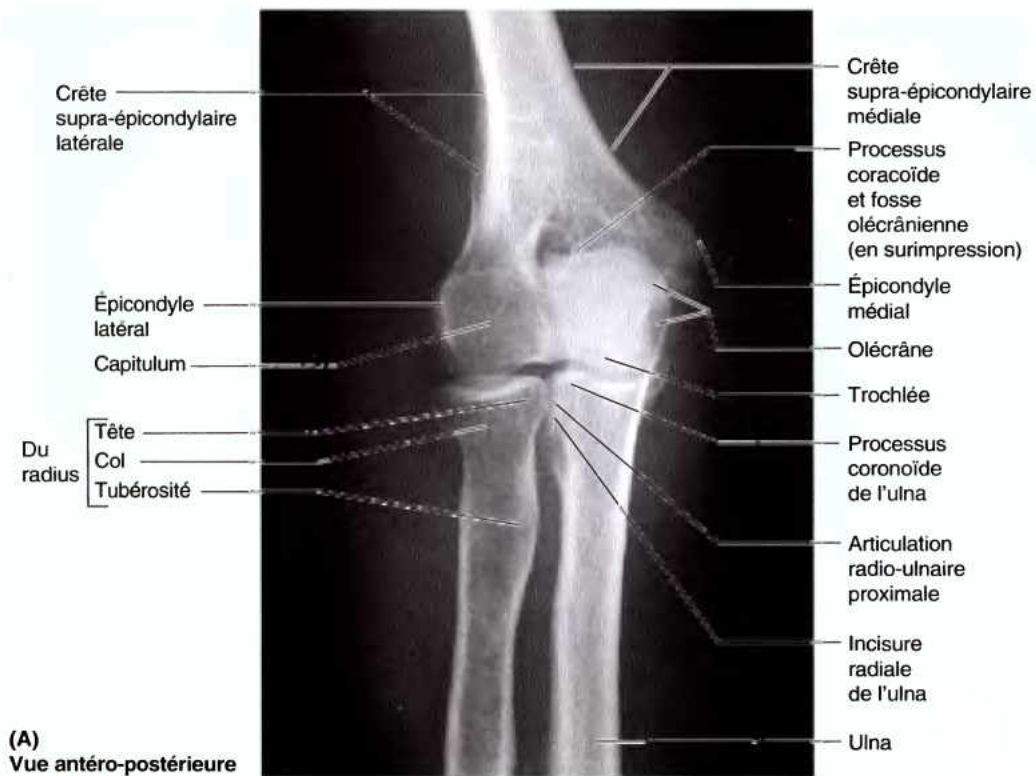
Radiographies du coude. A. Les plans de l'articulation (occupés par du cartilage articulaire radio-transparent) sont particulièrement évidents dans ce coude en extension. B. Le coude est fléchi à 90°. La forme sphérique du capitulum autour de laquelle la face supérieure du radius glisse est spécialement évidente. La tête du radius et l'incisure radiale de l'ulna se chevauchent au niveau de l'articulation radio-ulnaire proximale. (Avec l'aimable permission du Dr. E. Becker, Professeur Associé d'Imagerie Médicale, Université de Toronto, Toronto, Canada.).
